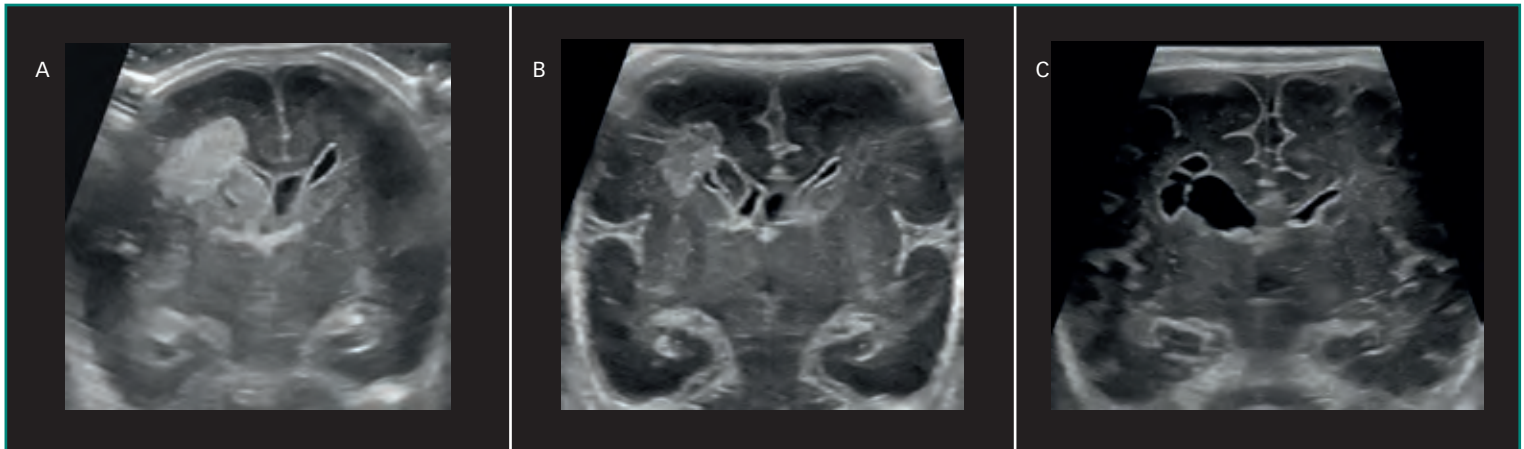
Hemorragia de la matriz germinal. Imágenes coronales en escala de grises de ecografía transfontanelar (a través de la fontanela anterior) de un neonato prematuro (nacido a las 23 semanas de gestación), adquiridas, respectivamente, el día 1 posparto, día 25 y aproximadamente a los dos meses de vida. A: muestra una hemorragia de la matriz germinal derecha, originada en el surco caudotalámico, con extensión intraventricular, intraparenquimatosa y con isquemia venosa (grado IV); B: muestra disminución de la extensión y del efecto de masa un mes más tarde; C: muestra gliosis y leucomalacia en esa misma región, el último estadio de necrosis coagulativa cerebral.
